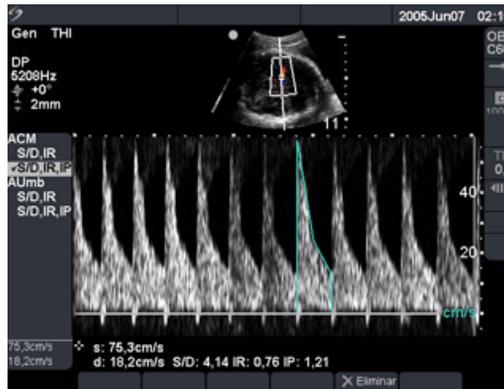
Cálculo del Doppler obstétrico
